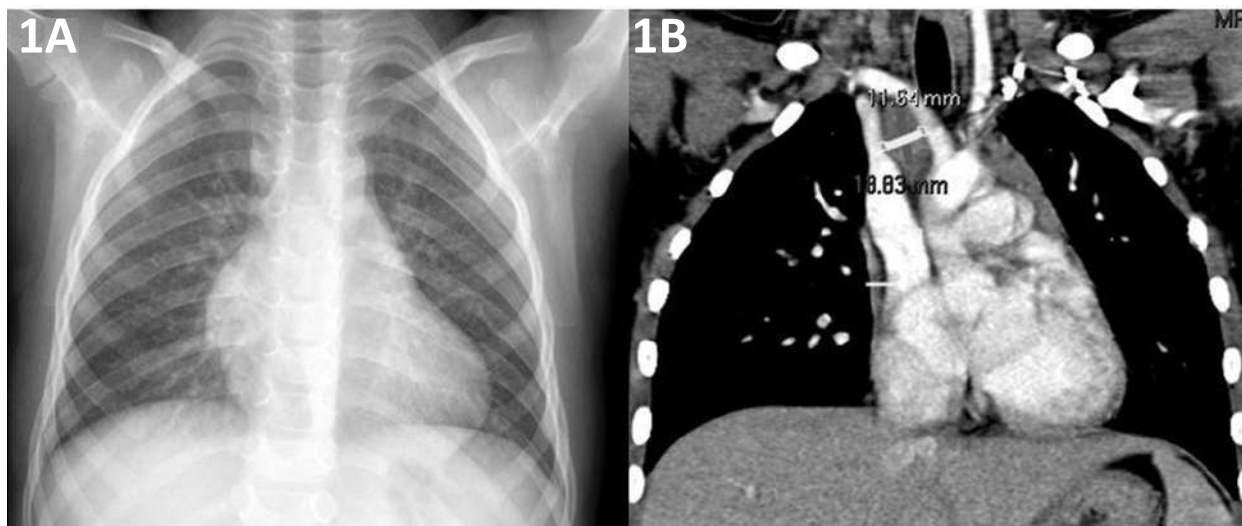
Niño de 3 años con aislamiento positivo de BK (1A). Radiografía de tórax en AP. (1B). TC de tórax con contraste: reformateo en coronal muestra adenopatía paratraqueal derecha.
